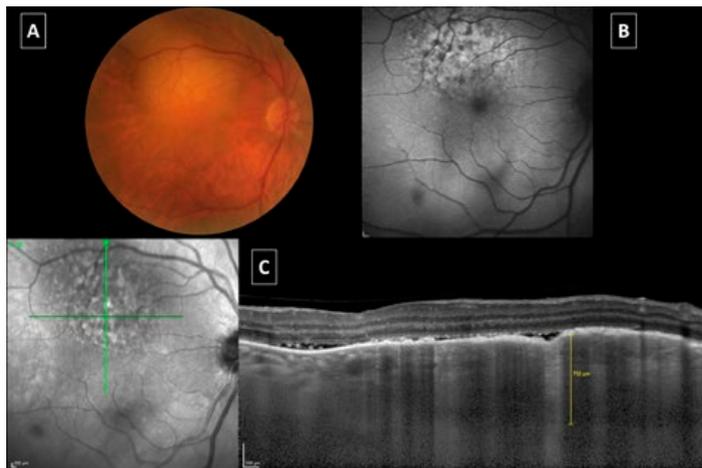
Metástase corioideia. A – retinografia; B – autofluorescência do fundo ocular: mostra hiperautofluorescência irregular; C – tomografia de coerência ótica: massa subretiniana com superfície “*lumpy bumpy*” e fina lâmina de líquido subretiniano suprajacente.
